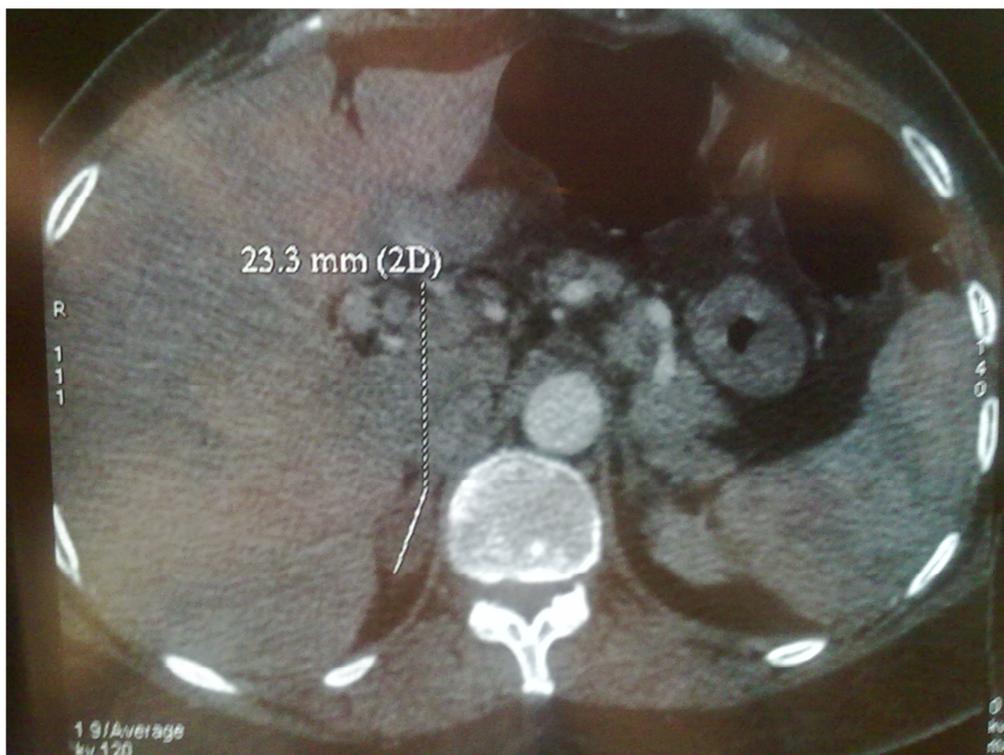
TDM montrant une masse surrénalienne droite
